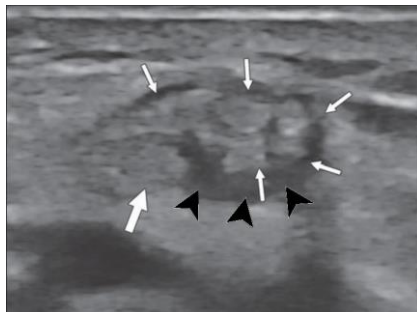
Visualisation échographique montrant des divisions tendineuses du LAP (flèches fines), correspondant au signe de « racine de lotus », avec un épaissement synovial environnant (flèche noire). Le tendon du CEP semble distinct (flèche épaisse) [132].
